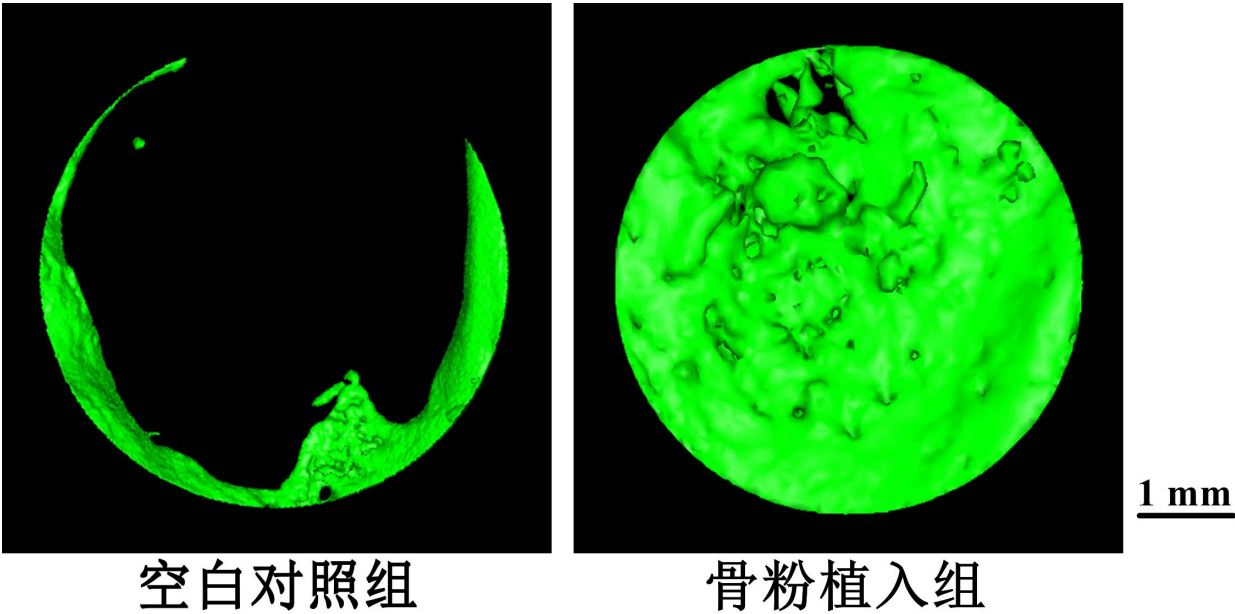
显微 CT 展示大鼠下颌角骨缺损处新生骨立体图。
